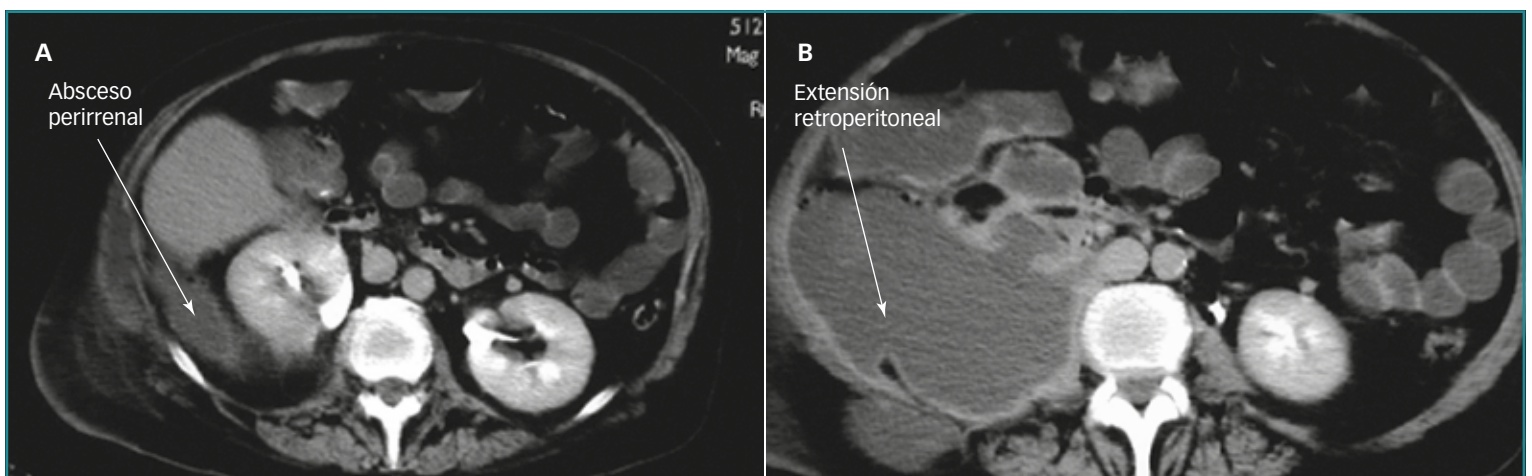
Imagen axial de TC abdominal con contraste intravenoso en la que se muestra un absceso perirrenal (A) con extensión retroperitoneal (B).
